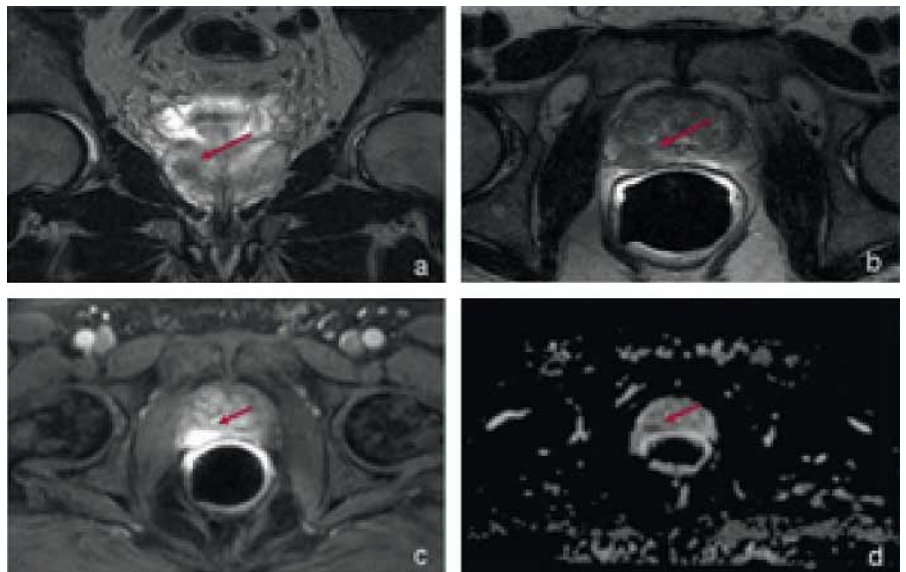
Magnetresonanztomographie (MRT) a-b) Koronare und axiale T2-Sequenzen zeigen eine signalarme Region in der normalerweise signalreichen peripheren Zone c) Axiale T2-Sequenz zeigt eine suspektere Kontrastmittelanreicherung d) Axiale T2-DWI-Sequenz zeigt eine eingeschränkte Diffusion
